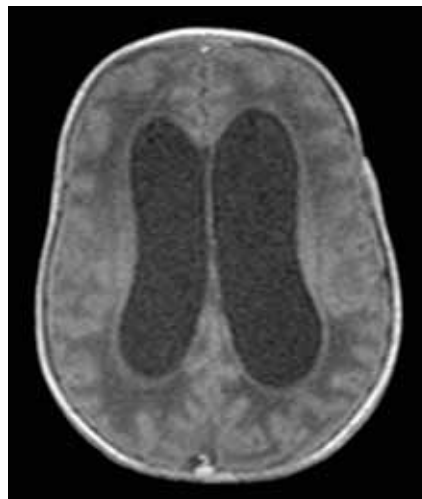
CT cerebral – hemoragie IV grad IV
